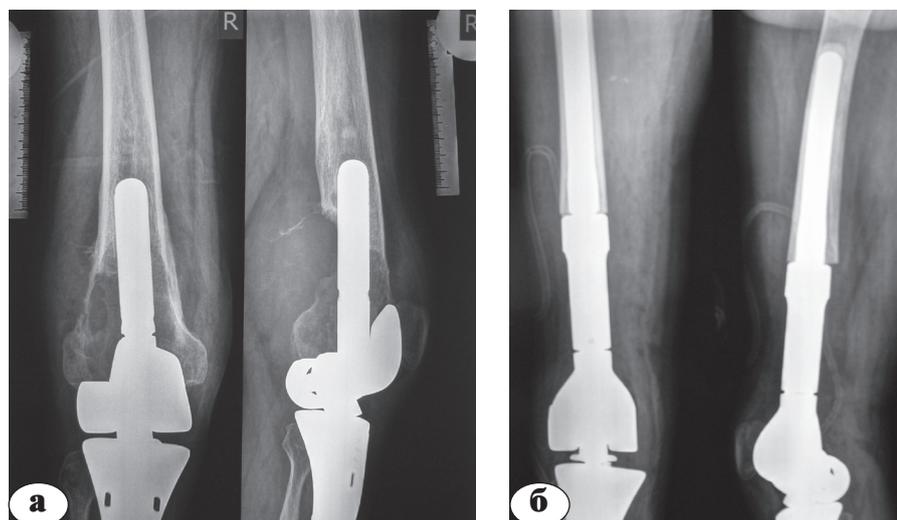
V тип осложнений: а – местный рецидив опухоли около эндопротеза; б – рентгенограммы после расширенной резекции и установки эндопротеза дистального отдела бедренной кости
